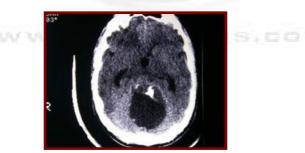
TAC craneal de hemangioblastoma de cerebelo. Se observa la lesión quística y un nódulo de captación de contraste.
